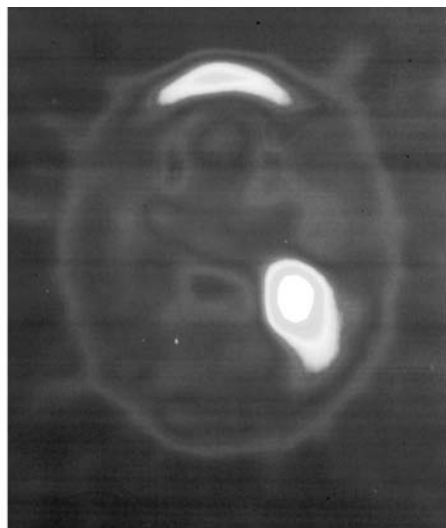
Imagen obtenida mediante tomografía por emisión de positrones (PET) que muestra la invasión de la fosa media por un cáncer de cavum (véase pliego de color).
